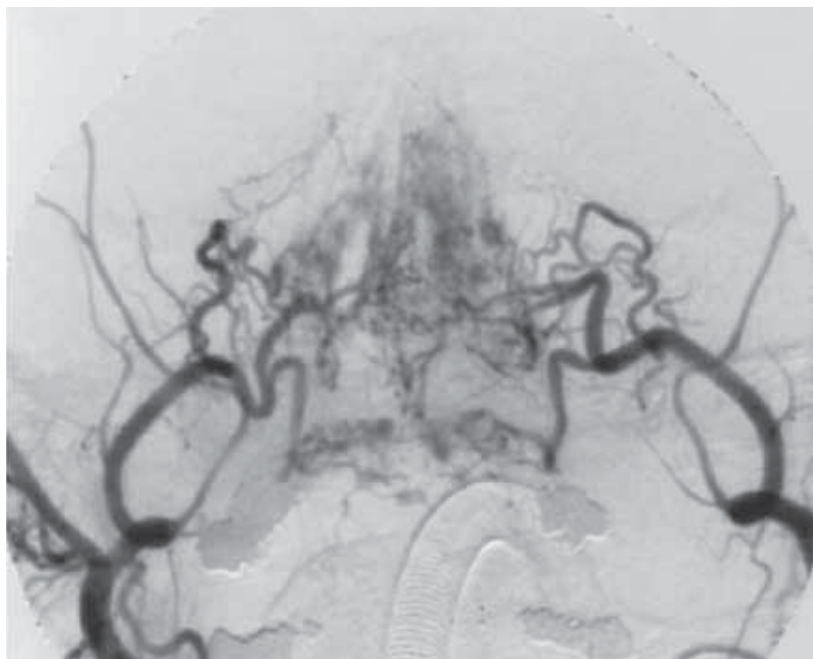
Рентгенартериография сосудов полости носа (богатая сеть контрастных артерий с многочисленными анастомозами конечных ветвей артериальной сети)
